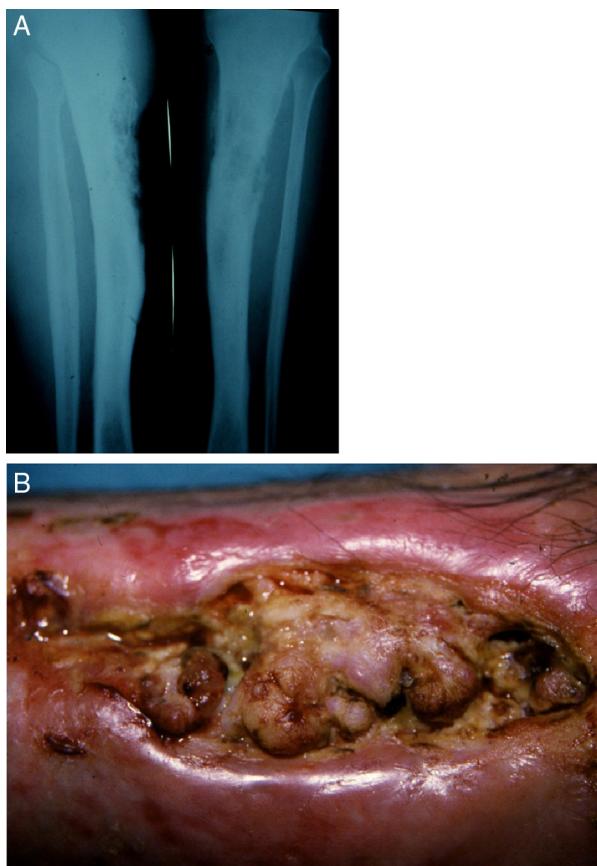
Paciente JLF. A, radiografia com sinais de osteomielite crônica da tíbia; B, transformação maligna da úlcera em carcinoma espinho-celular.
